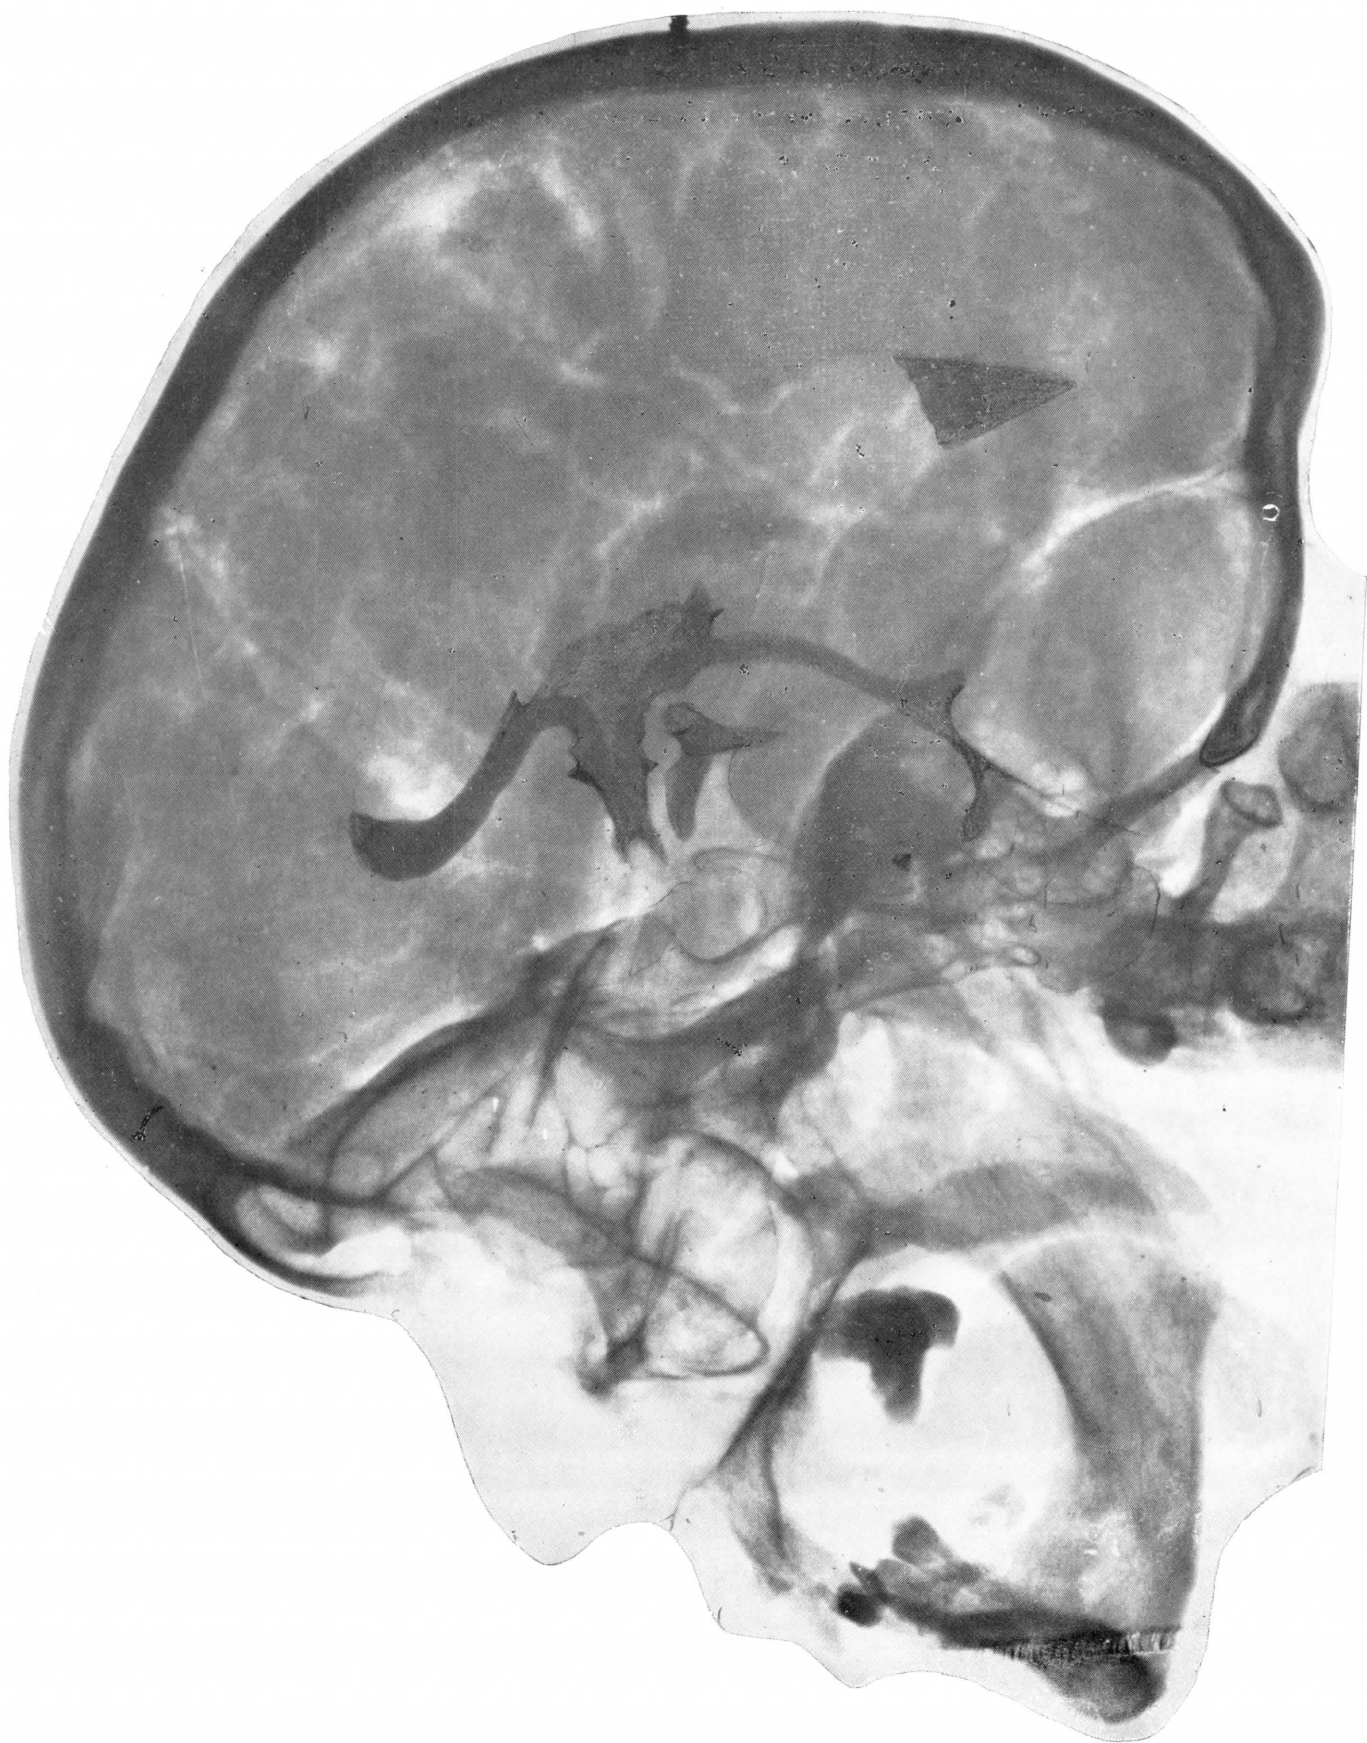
Radiografía lateral de la cabeza, contrastada en perfiles ventriculares y cisternales.
